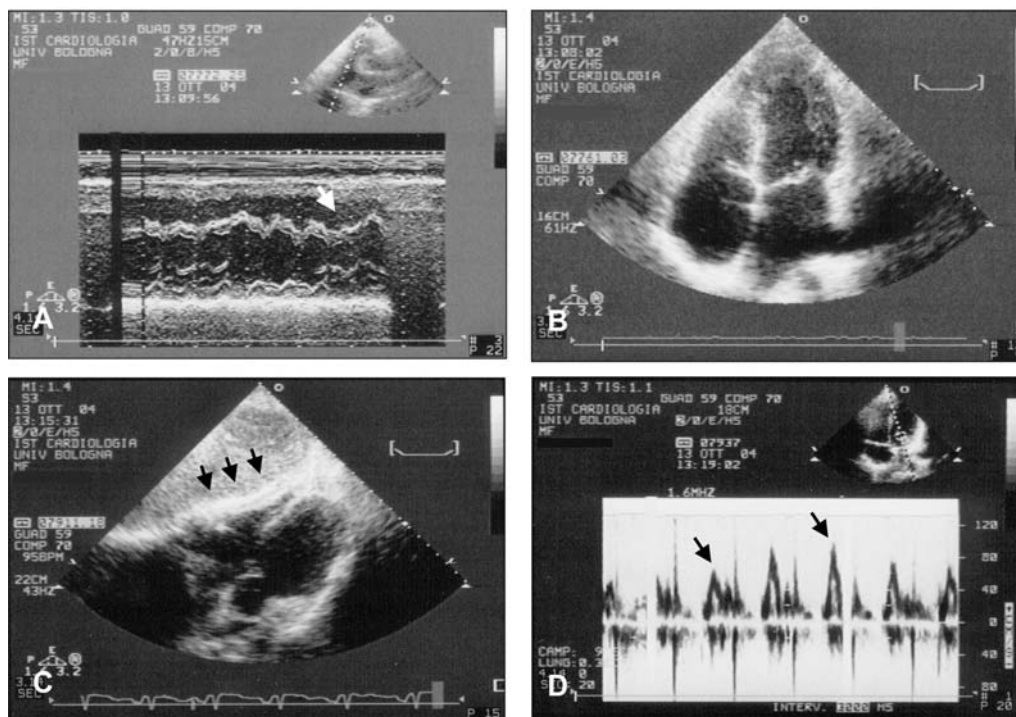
Ecocardiogramma. A: variazioni respiratorie dei diametri dei ventricoli destro e sinistro all'esame M-mode. In fase inspiratoria i diametri del ventricolo destro (freccia) aumentano sensibilmente a scapito di quelli del ventricolo sinistro, che si riducono consensualmente. B: la proiezione apicale 4 camere mostra una lieve dilatazione dell'atrio sinistro con normali dimensioni di entrambi i ventricoli. C: la proiezione sottocostale mostra un importante ispessimento del pericardio in sede sottodiaframmatica. D: significative variazioni respiratorie del pattern di riempimento mitralico misurate con Doppler pulsato (freccie): velocità massima 97 cm/s, minima 62 cm/s.
